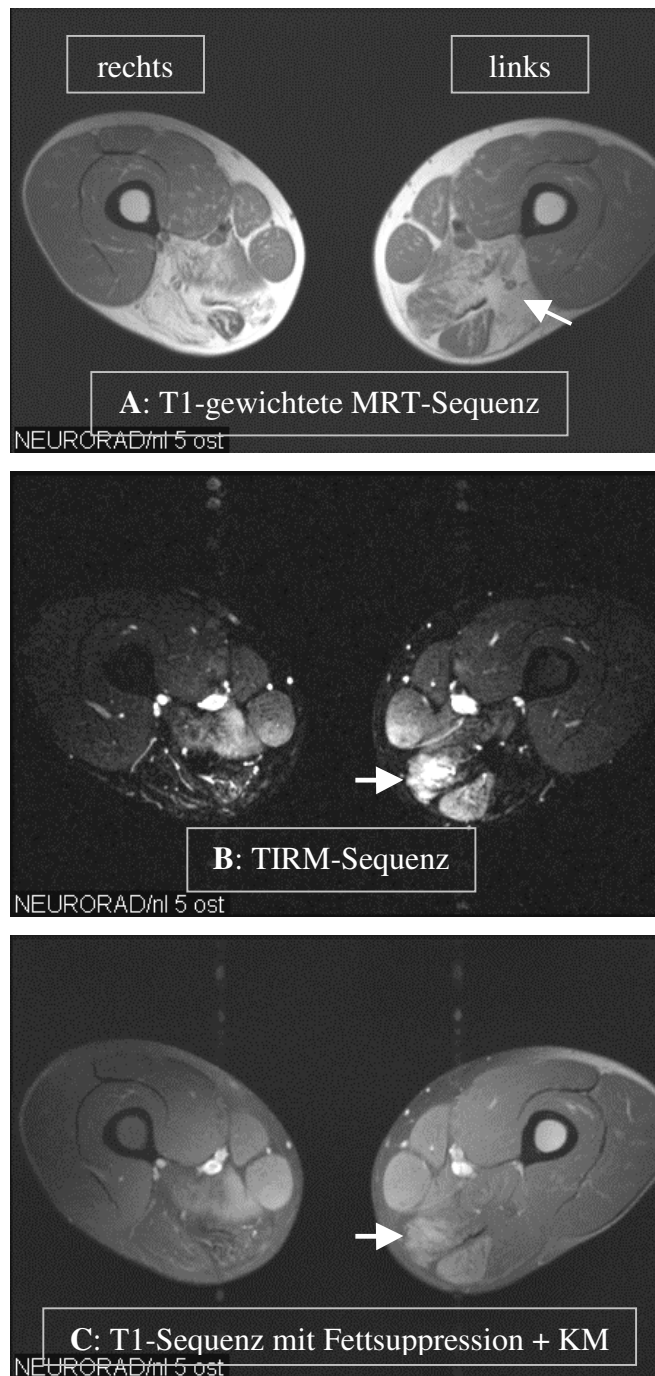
Magnetresonanztomographische Darstellung des distalen Oberschenkels eines 45 Jahre alten Patienten mit einer Myositis: Im T1-gewichteten Bild (A) ist links betont das Caput longum des M. biceps femoris (\leftarrow) hochgradig atrophiert und durch Vakutfett ersetzt, wie z.B. auch bei Muskeldystrophien. In der TIRM-Sequenz (B) sind beidseits deutliche ödematöse Veränderungen (\rightarrow) im M. gracilis, semimembranosus und semitendinosus abgrenzbar. Es zeigt sich nur eine geringe Kontrastmittelanreicherung (\rightarrow) in der T1-gewichteten Sequenz mit KM (C).
